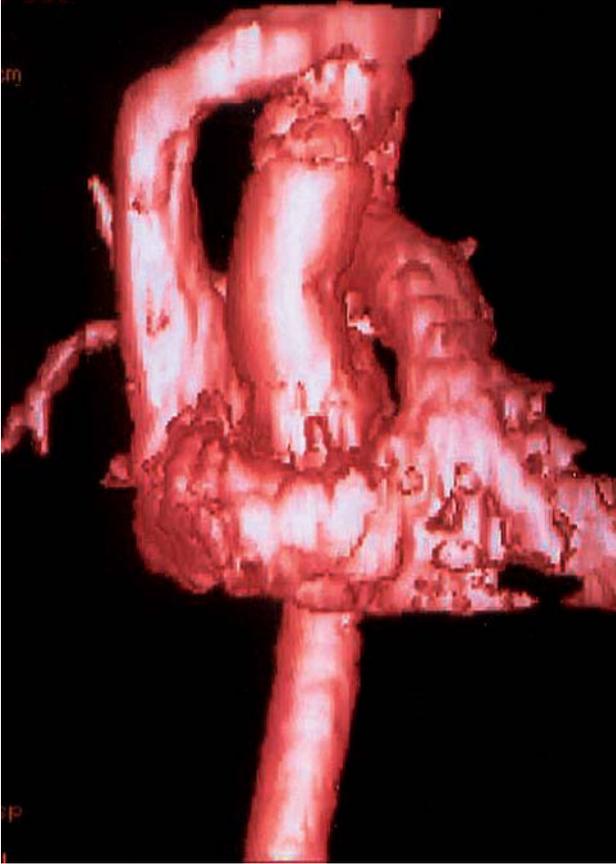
Imagen de tomografía computarizada de un homoinjerto que reemplaza la aorta ascendente nativa.
